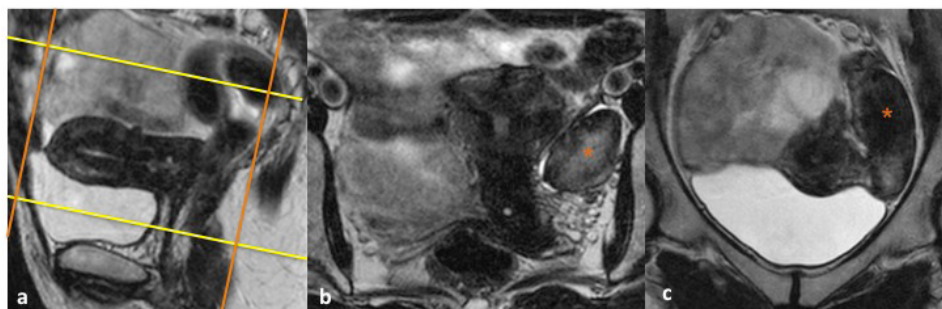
(a) Sagital T2 de RM pélvica no qual é marcado o plano coronal do corpo do útero, paralelo à cavidade endometrial (linhas amarelas) que irá corresponder ao plano/eixo anexial. (b) O plano anaxial corresponde a um plano paralelo ao eixo longitudinal do corpo do útero, no qual tipicamente os ovários são visualizados
